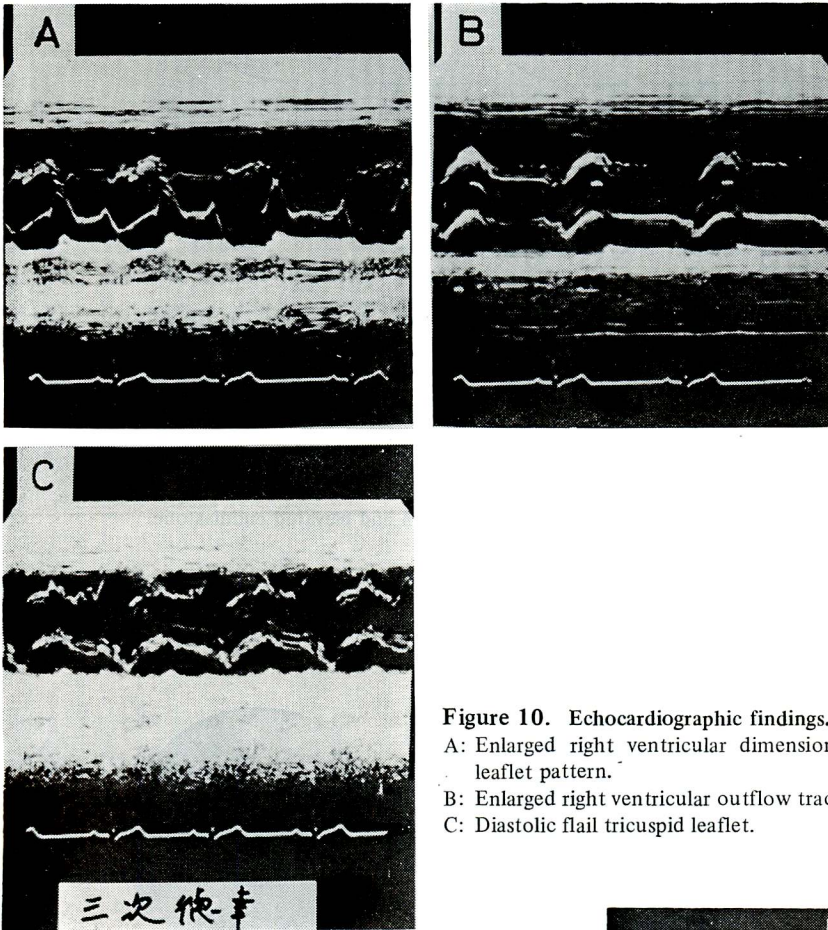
Echocardiographic findings.
